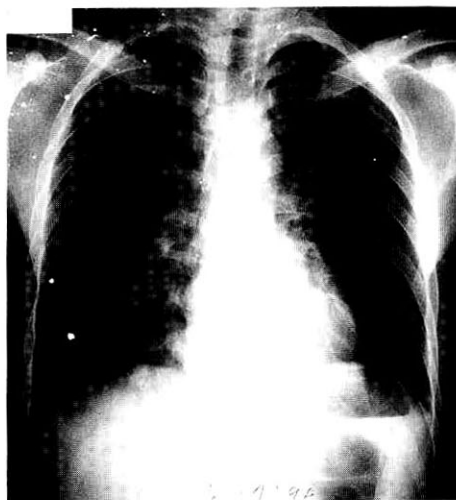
X-ray film of the chest taken on admission shows normal finding.
